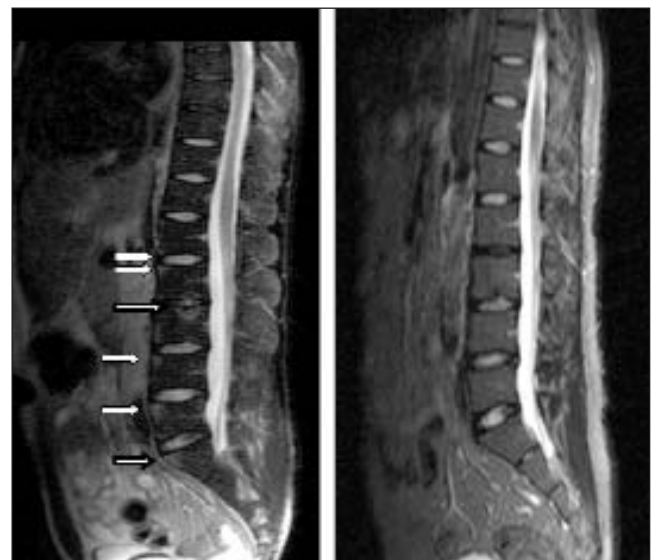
МРТ пояснично-грудного отдела позвоночника до и после 6 инфузий инфликсимаба. Передний спондилит L_1 — S_1 , спондилодисцит L_1 — L_3 (указано стрелками)
